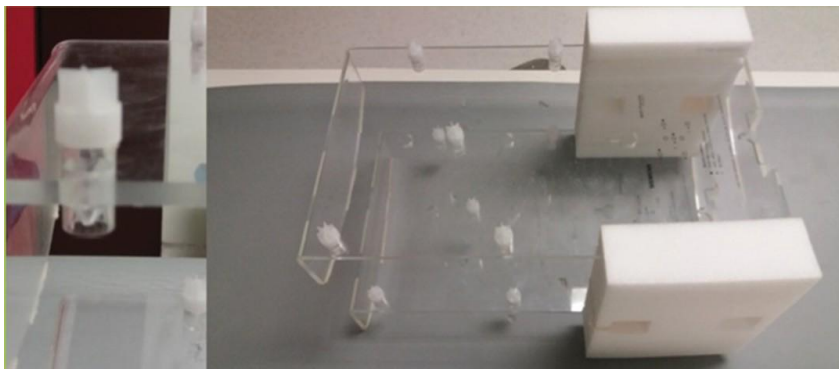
Fantom pentru alinierea SPECT/CT
